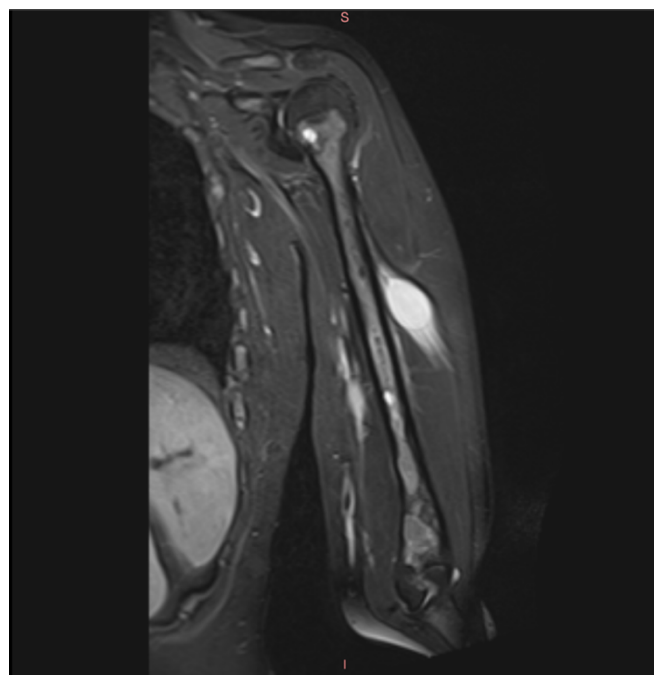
Imagem de RM, ponderada em T2 STIR no plano coronal, úmero esquerdo. Alteração do padrão de sinal medular ósseo de toda a extensão do úmero, desde a metáfise proximal à metáfise distal, com alteração do padrão de sinal medular ósseo multifocal. Múltiplos nódulos dispersos, em particular na metade inferior do braço esquerdo, abrangendo, tanto o compartimento dos flexores
